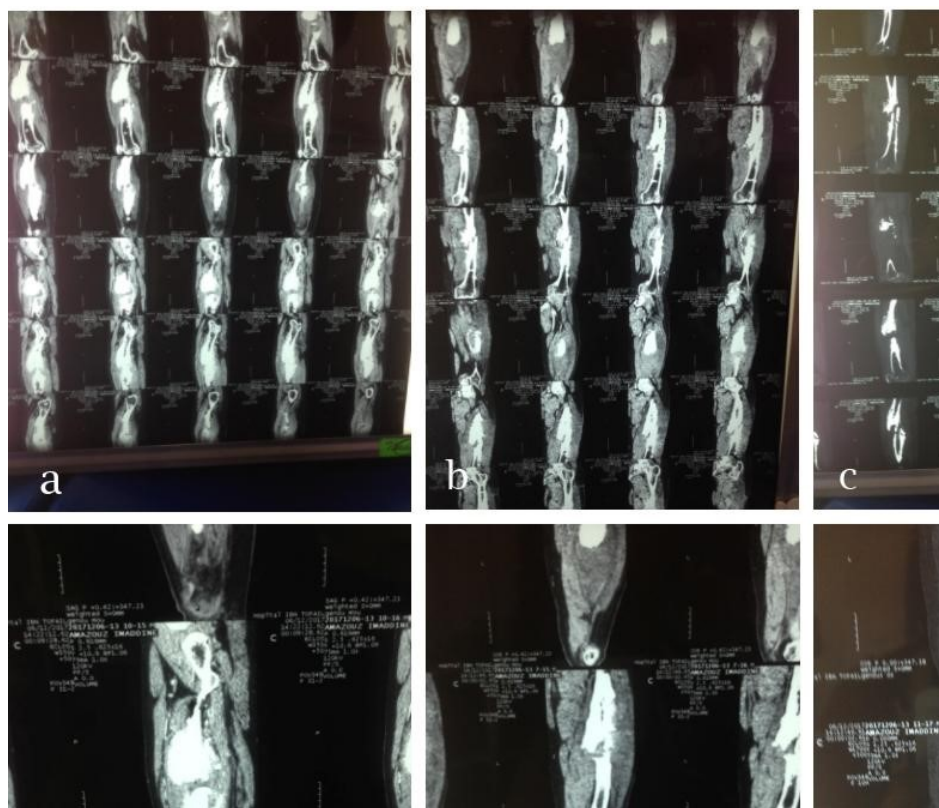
(a,b , c , d, e ,f) : TDM réalisée chez un patient de 29 ans , qui présente une pseudarthrose septique de fémur suite à une fracture fermée traitée initialement par ECM , et qui a bénéficié de plusieurs interventions chirurgicales sans amélioration . Afin de limiter d'ostéite ;et chez qui nous avons retrouvé les résultats suivants : Aspect en faveur d'une pseudarthrose septique avec présence de séquestre osseux, des collections profondes abcédées et trajet fistuleux cutané (cas clinique n°1)(images du service).
